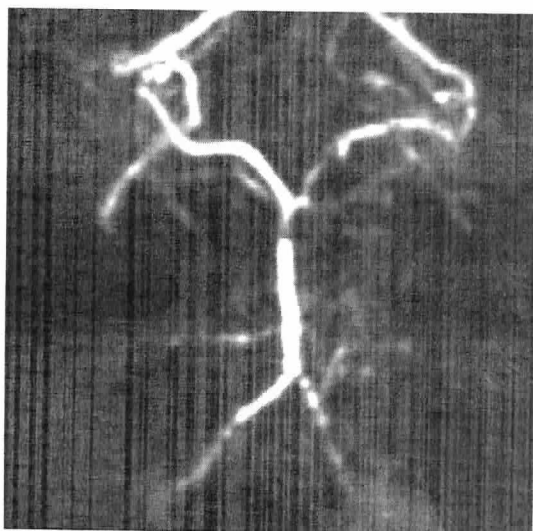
Angio-RM: estenosis distal arteria basilar.
